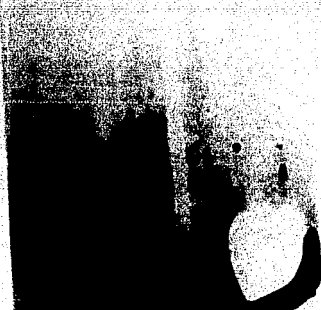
# 4 Radiografía de incisivo central superior. Pronunciada resorción cemento dentinaria. El cono de gutapercha, ejerce dentro del hueso. Es una contraindicación importante, para realizar la operación de apicectomía en este incisivo.
